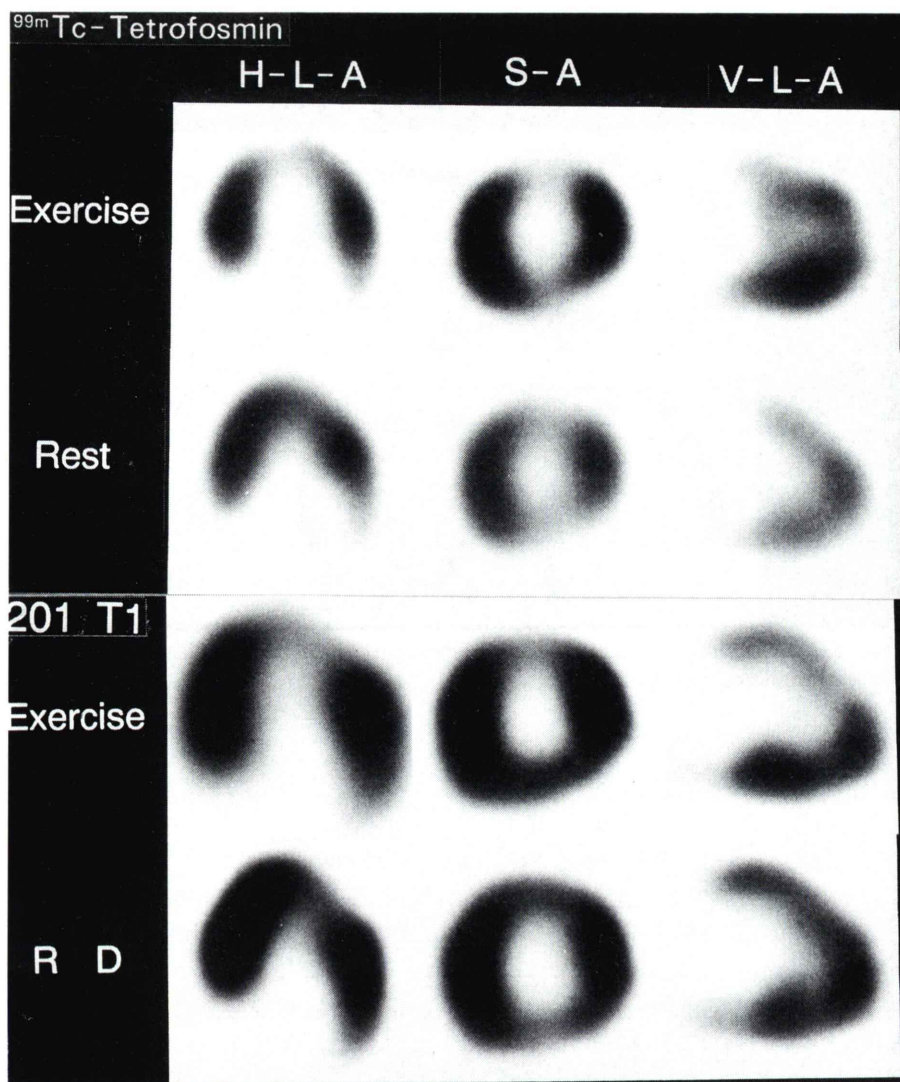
Comparison of ^{99m}Tc -Tetrofosmin and ^{201}Tl SPECT images at exercise and rest in a patient with hypertrophic cardiomyopathy.
